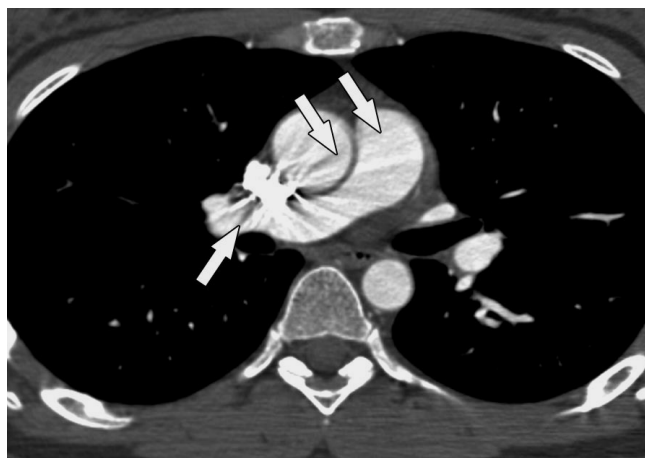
Artefacto de rayo en una mujer de 35 años con dolor en el pecho. La tomografía computarizada muestra el artefacto de rayas del material denso de contraste dentro de la vena cava superior (flechas). El artefacto puede ser reconocido por su naturaleza no anatómica y radiante. (RadioGraphics 2004; volume 24:1219 –1238).
